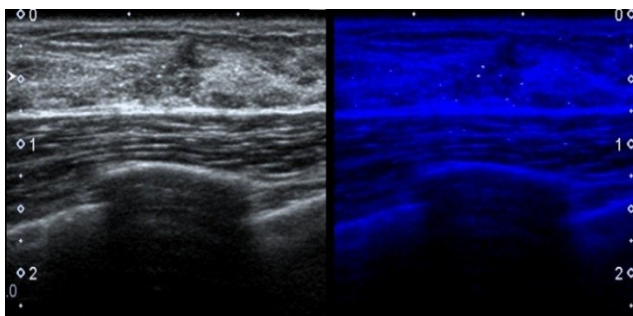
УЗИ в режиме «MicroPure»
